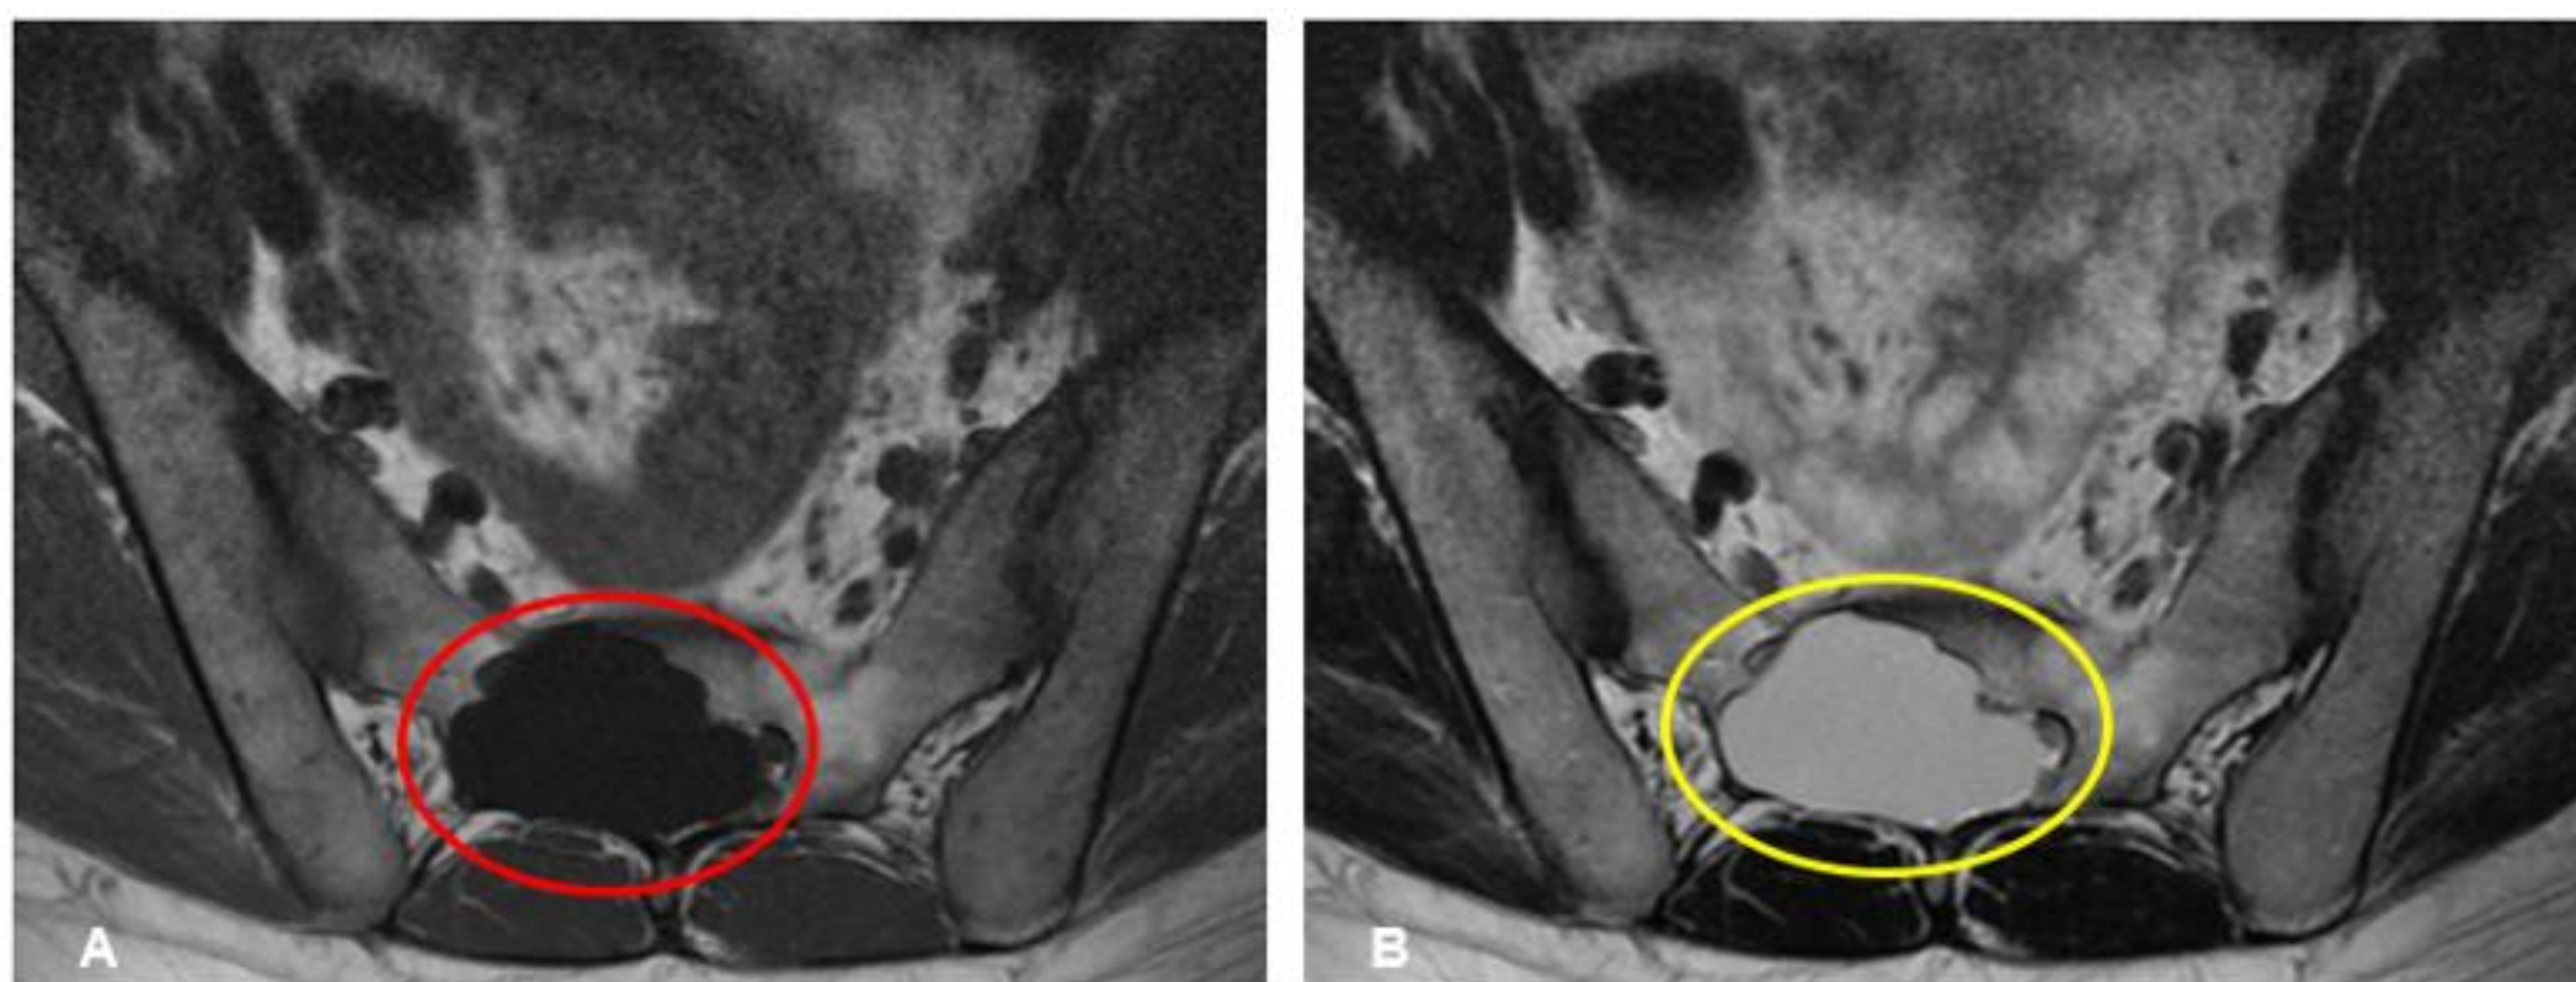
Meningocele anterior. A) RM potenciada en T1, lesión hipointensa en la región sacra con remodelación ósea asociada (círculo rojo). B) RM potenciada en T2, misma lesión muestra una hiperseñal (círculo amarillo), lo que sugiere su naturaleza quística
